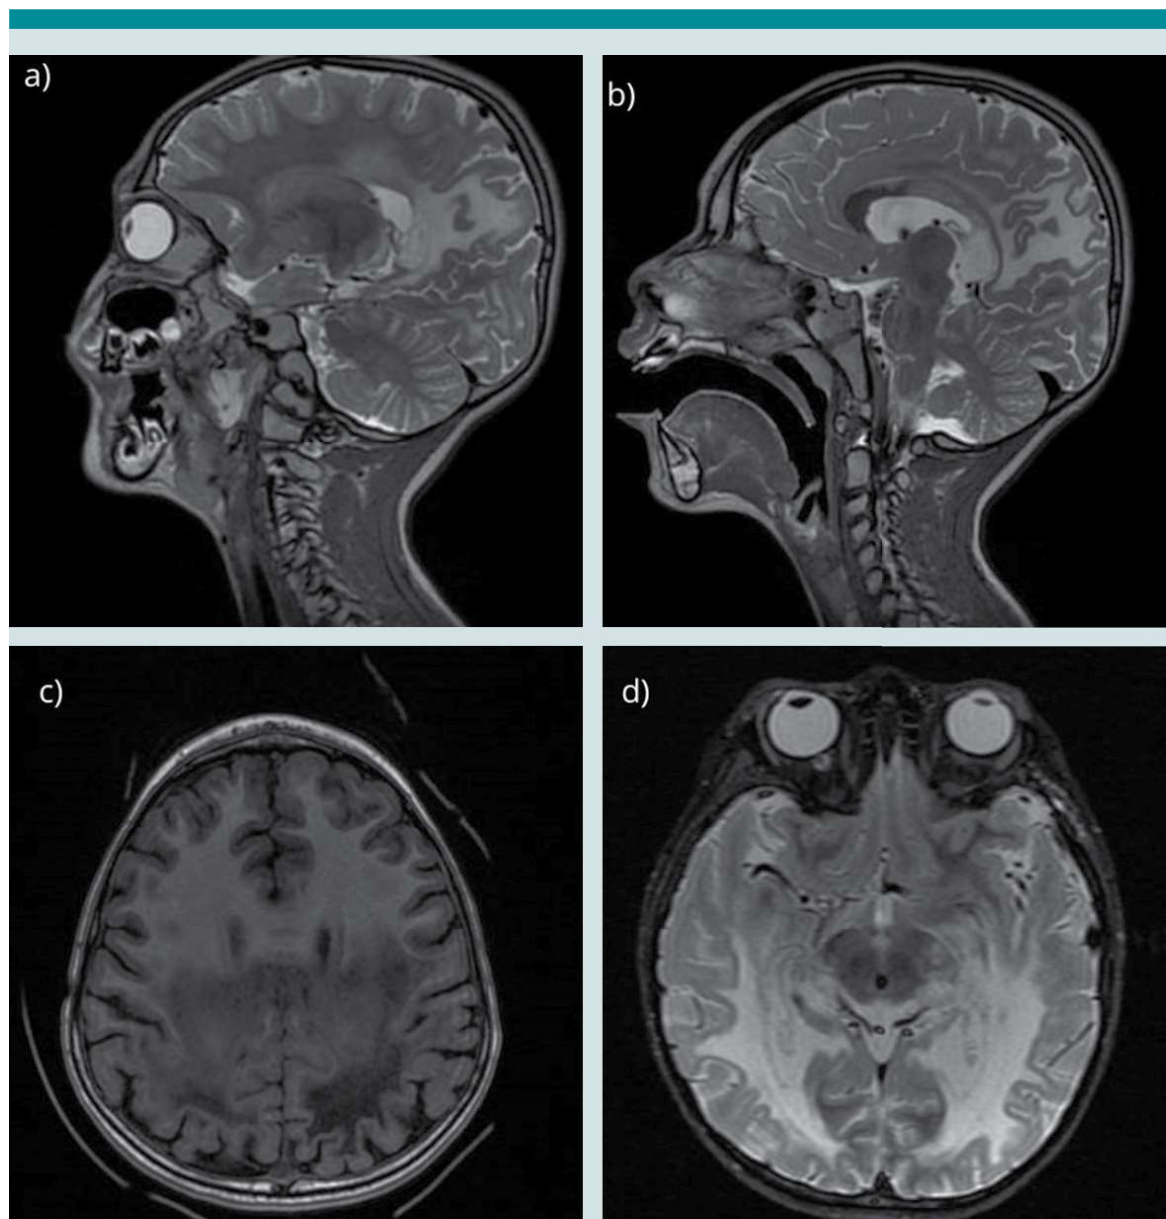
a) Resonancia magnética de neuroeje en fase simple en donde se observa una pérdida de la relación entre la sustancia blanca y la sustancia gris secundario a aumento importante en la intensidad de señal de la sustancia blanca, en región parietal y occipital bilaterales, visibles en la secuencia T2 y Stir. b) En el corte axial podemos identificar afectación del cuerpo, istmo y esplenio del cuerpo calloso, de predominio en este último, al igual que al brazo posterior de la cápsula interna bilateral con extensión a los tractos corticoespinales hacia región pontina. c) Infratentorial: ambos hemisferios cerebelosos son simétricos, con morfología e intensidad de señal conservada en las diferentes secuencias potenciadas. Vermis y amígdalas de apariencia conservada. d) Se observan áreas con restricción de la difusión corroborado con coeficiente de difusión aparente y que tras la administración de gadolinio dichas áreas muestran realce ávido, y como algunas áreas de realce subcortical.
